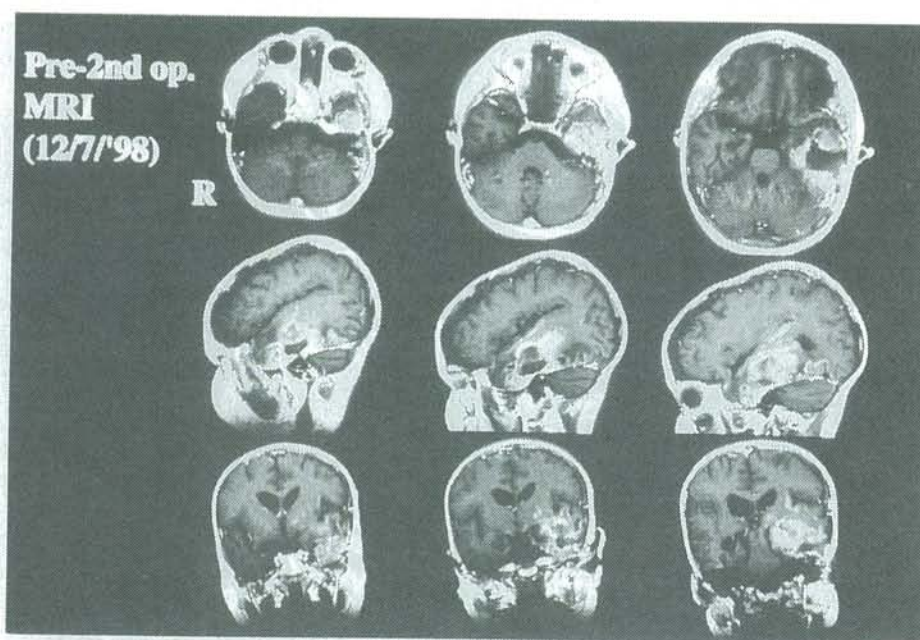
Preoperative Gd-DTPA MR imagings on the 2nd operation.
